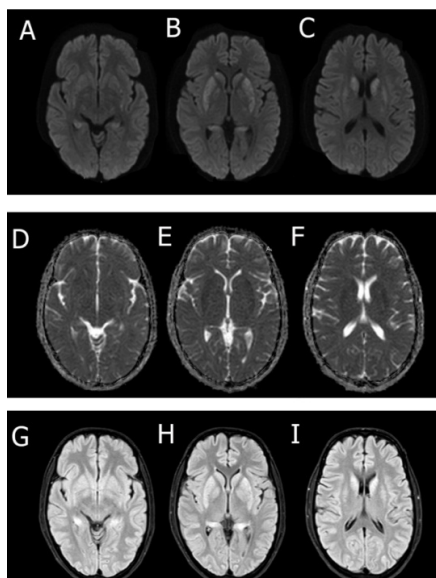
MRI of the patient; (A, B, C) Axial diffusion-weighted imaging, (D, E, F) apparent diffusion coefficient, and (G, H, I) axial T2-weighted fluid-attenuated inversion recovery sequence shows the symmetrical area of restricted diffusion involving the bilateral basal ganglia, medial temporal lobe, and occipital cortical sulci.
